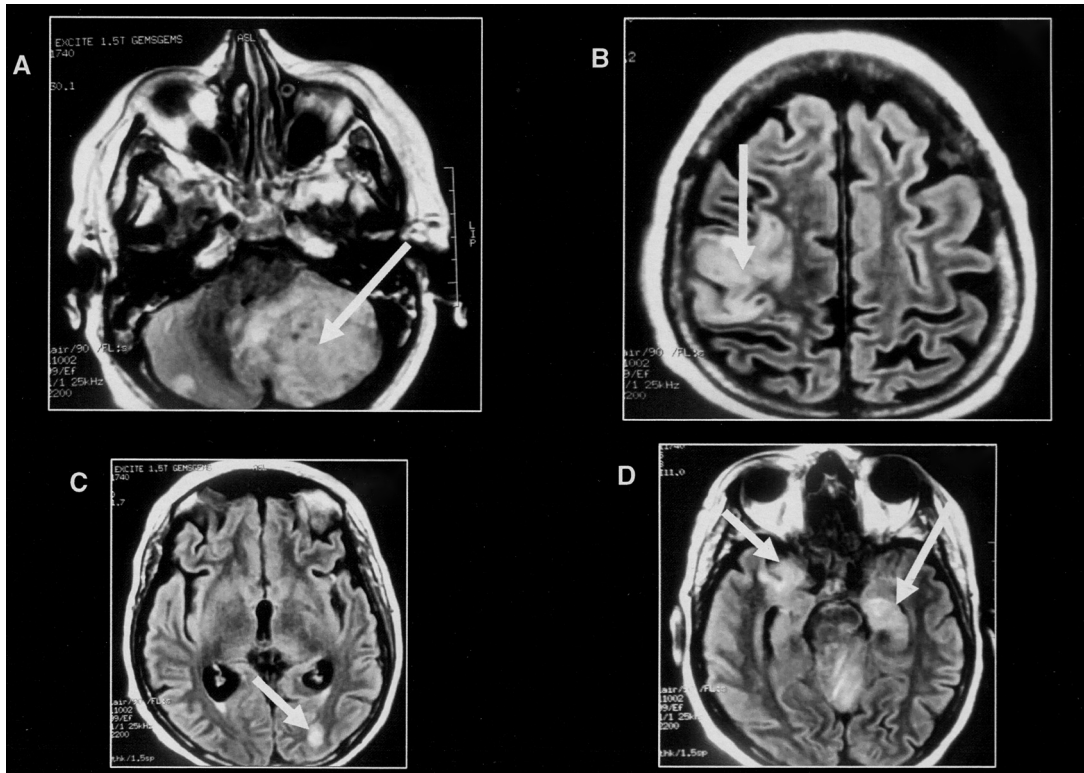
RM do crânio: A) extensa formação hiperintensa no hemisfério cerebelar esquerdo; B) Lesão hiperintensa parietal direita; C) Lesão occipital esquerda; D) Lesão temporal direita e hipocampal esquerda.
